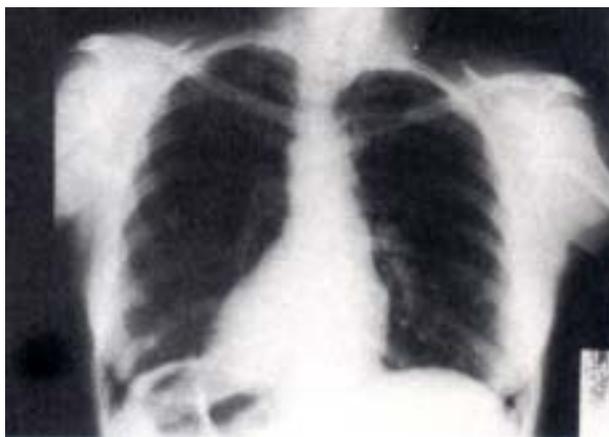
Radiografía de tórax al ingresar: se observan múltiples metástasis diseminadas alrededor de ambos campos pulmonares.
